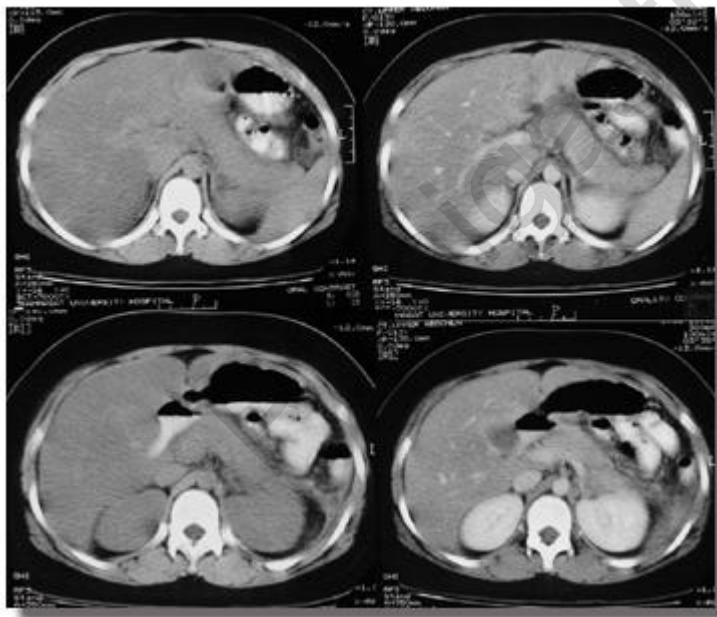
The CT abdomen shows diffuse mild enlargement of pancreas without focal lesion or fluid collection, mild hepatomegaly with fatty change, mild splenomegaly, and minimal left pleural effusion (not seen in this picture)
